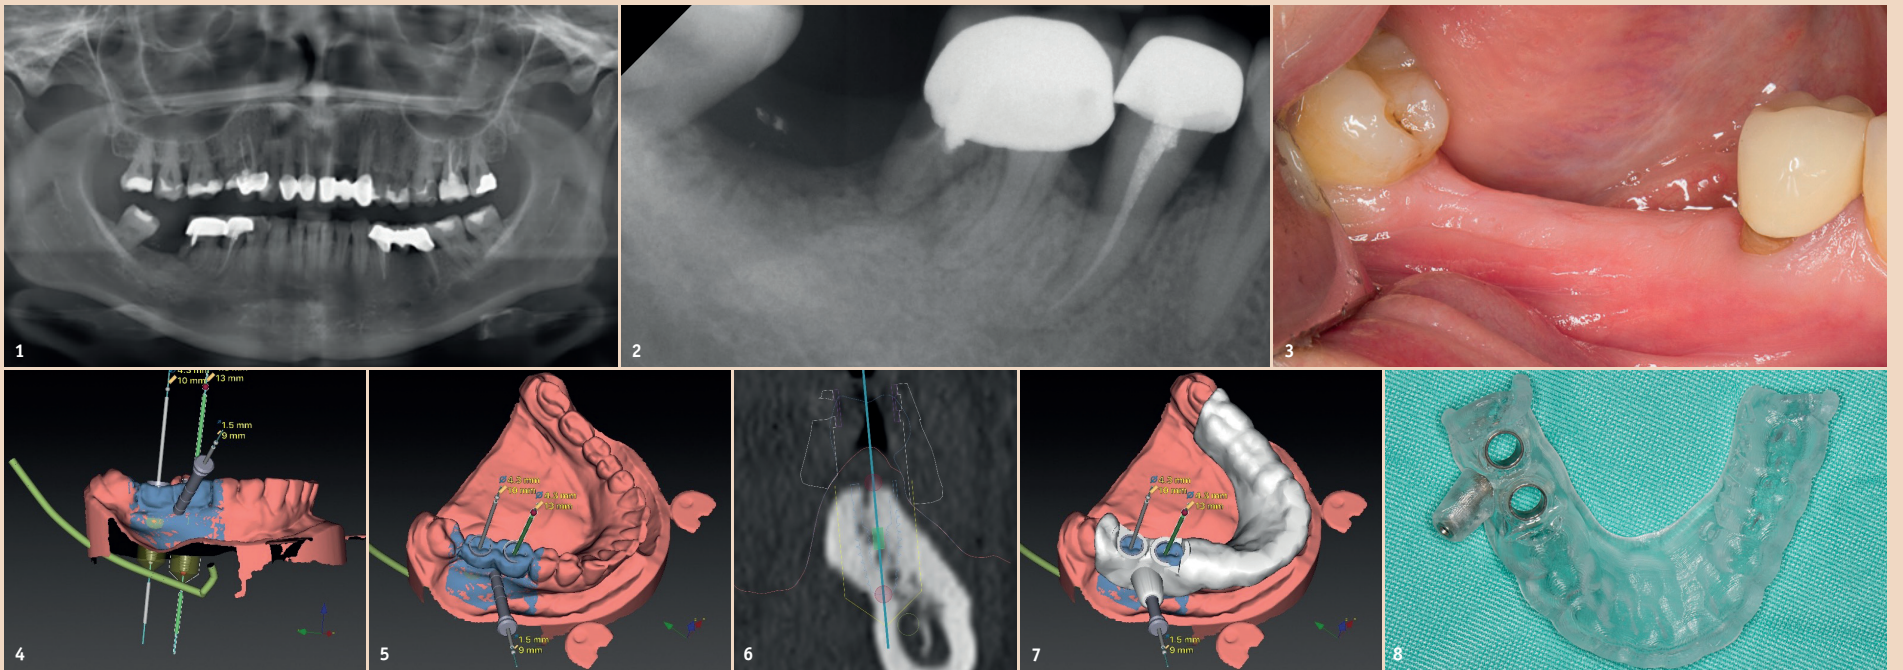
OPG der Ausgangssituation. – Abb. 2: Kleinbildröntgen Regio 45, 46, 47. – Abb. 3: Enoraler Status nach Extraktion des Zahnes 46. – Abb. 4: Ausrichtung der Implantate nach prothetischen Vorgaben „prothetically driven implant planning“. – Abb. 5: Virtuelle dreidimensionale Planung der Implantatpositionen auf Basis eines überlagerten optischen Modell- und Patienten-CT-Scans in NobelClinician (Nobel Biocare). – Abb. 6: Ausrichtung der Implantatachsen unter Berücksichtigung des Knochenangebotes und der anatomischen Strukturen. – Abb. 7: Virtuell konstruierte zahngestützte Implantationsschablone mit Anchor Pin (Verankerungsstift). – Abb. 8: Stereolithografisch hergestellte, rein zahngestützte NobelGuide-Schablone.
